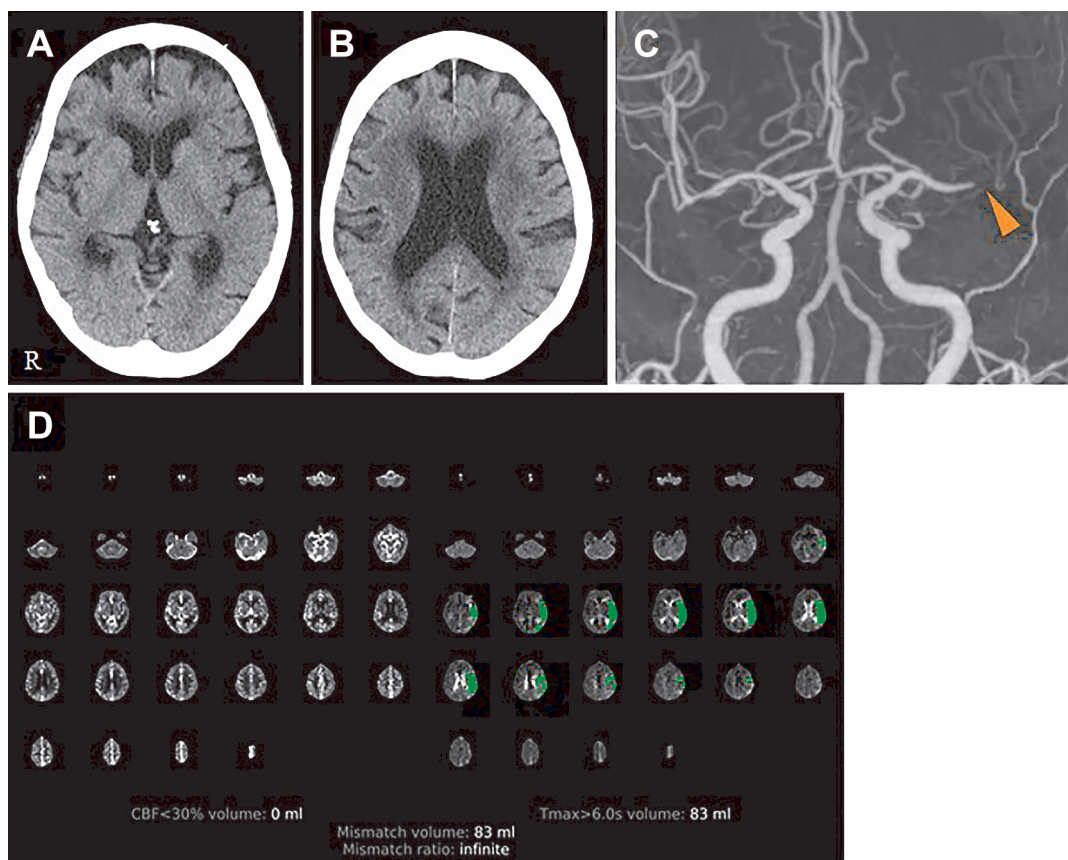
Head CT findings on emergent arrival.
